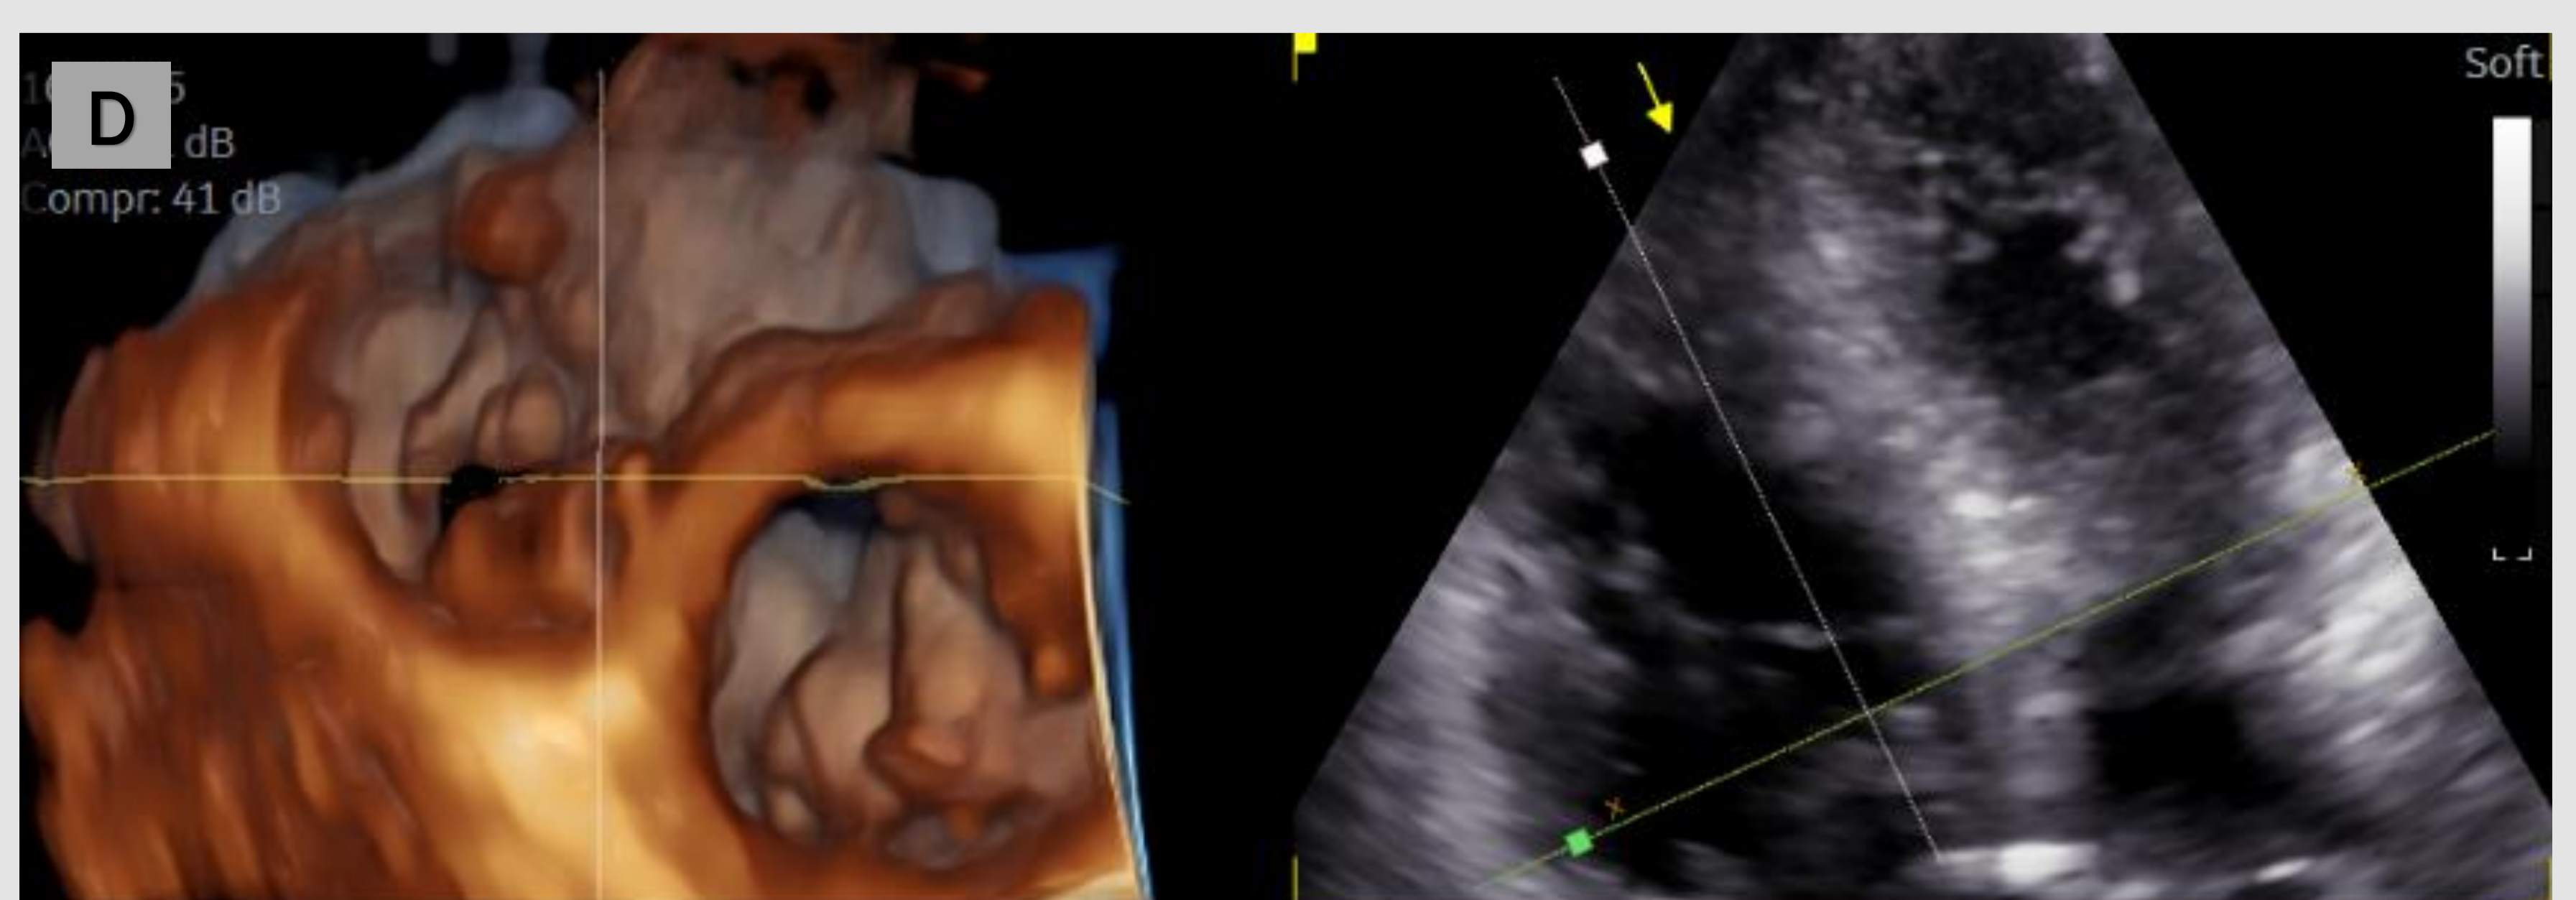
Reconstrução em 3D da válvula tricúspide no Ecocardiograma Transtorácico
